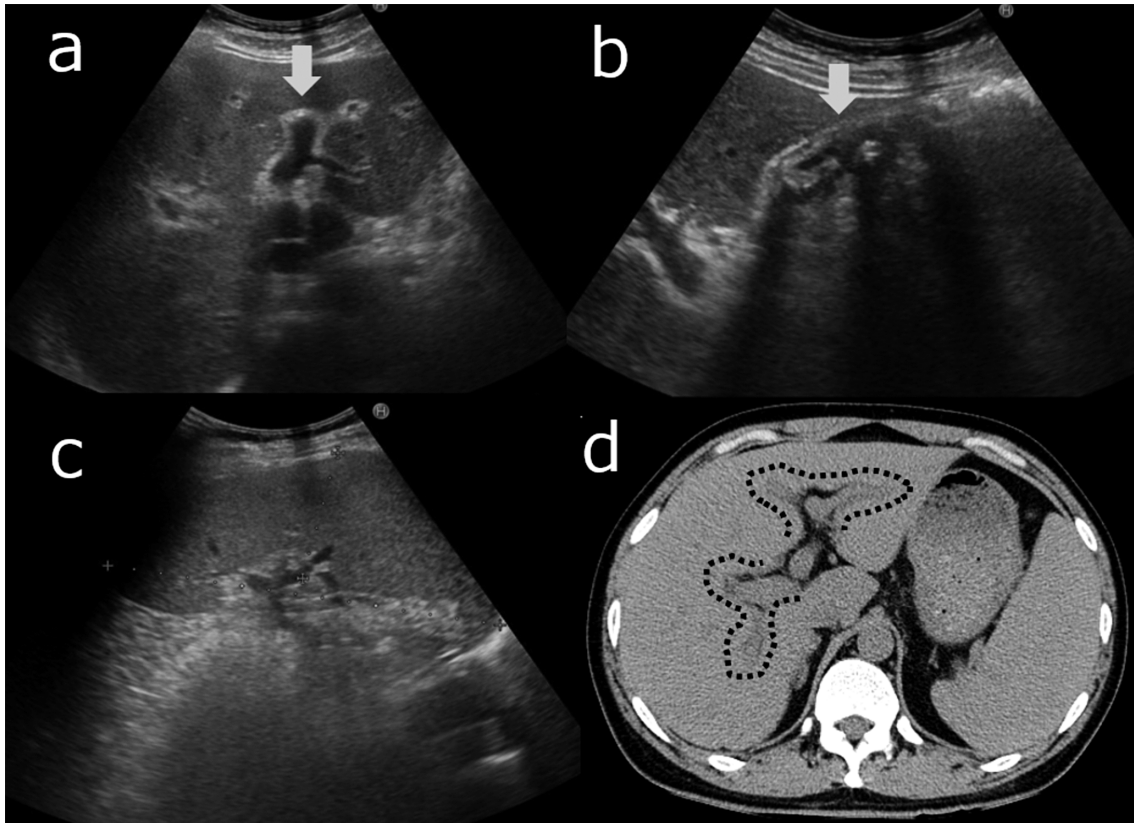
Abdominal ultrasonography showed periportal higher echo level (a, arrow) and gallbladder despondency and wall thickening (b, arrow) suggesting acute hepatitis. There is a splenomegaly, the long and short diameters being 146×50 mm (c). Abdominal computed tomography revealed hepatosplenomegaly and periportal collar sign (broken black lines).
